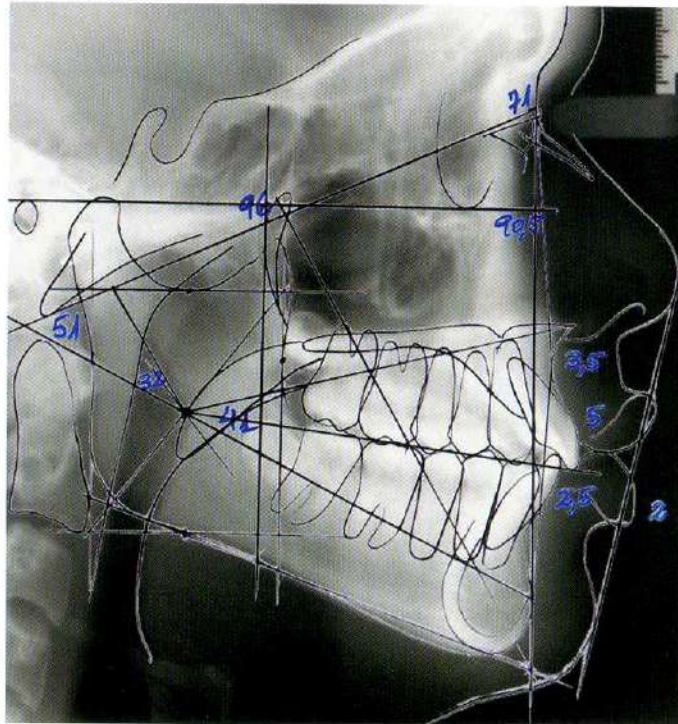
Radiografía cefálica lateral de control donde se evidencian los cambios post tratamiento.
